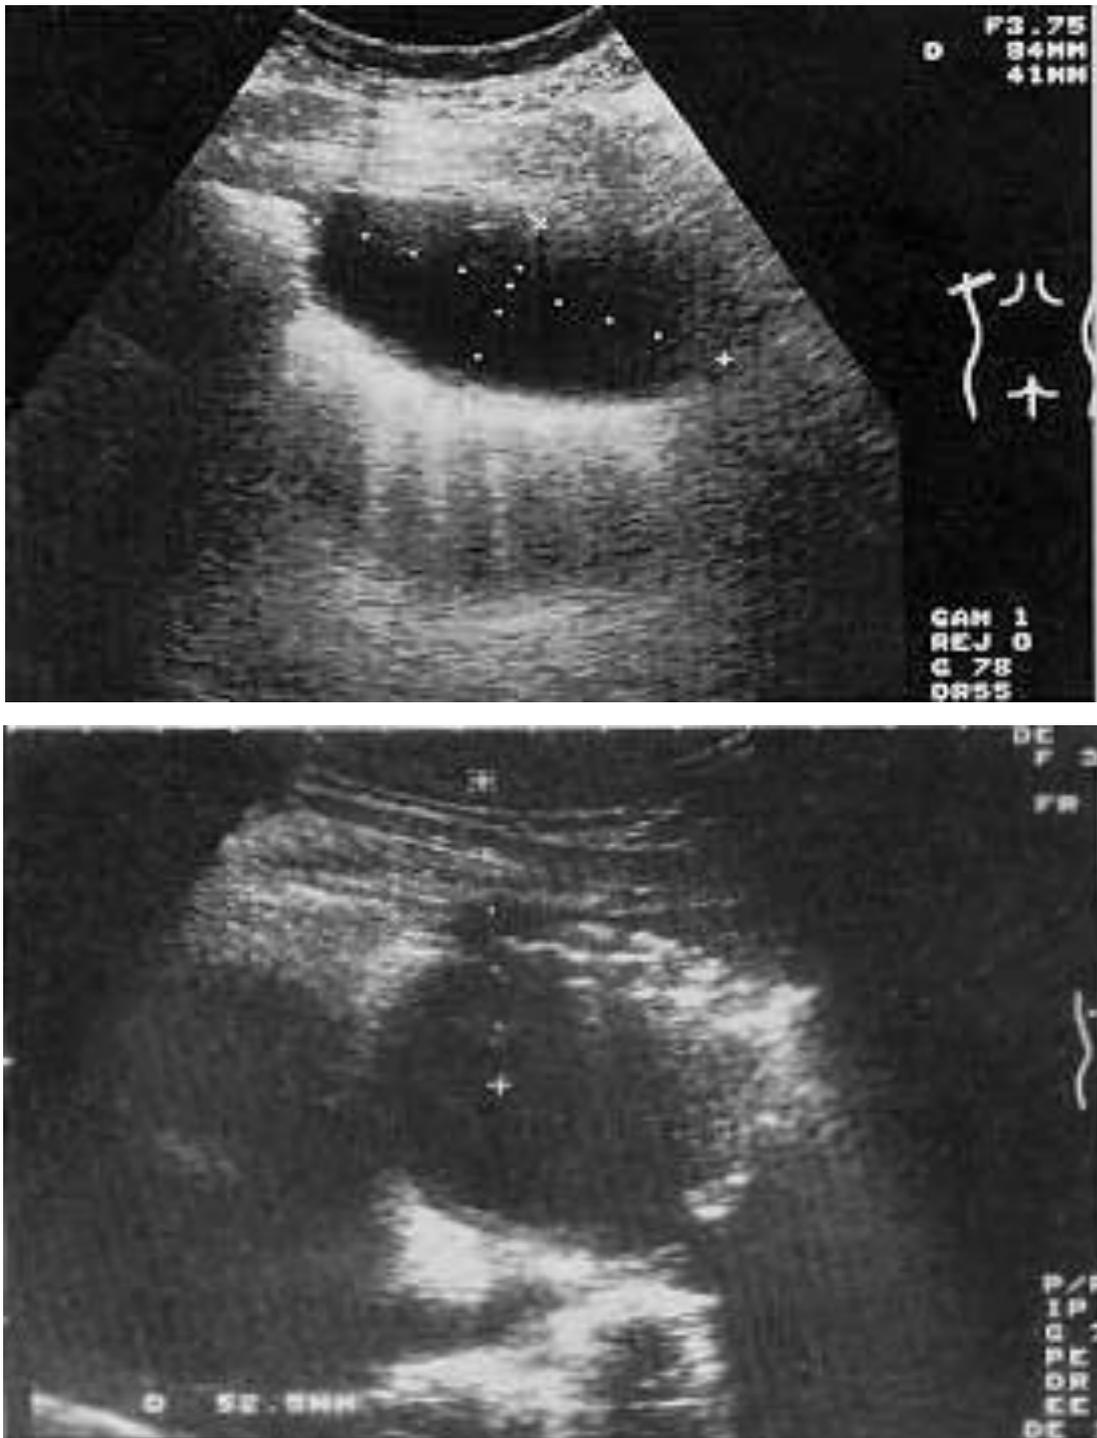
Images échographiques d'une pleurésie purulente.
